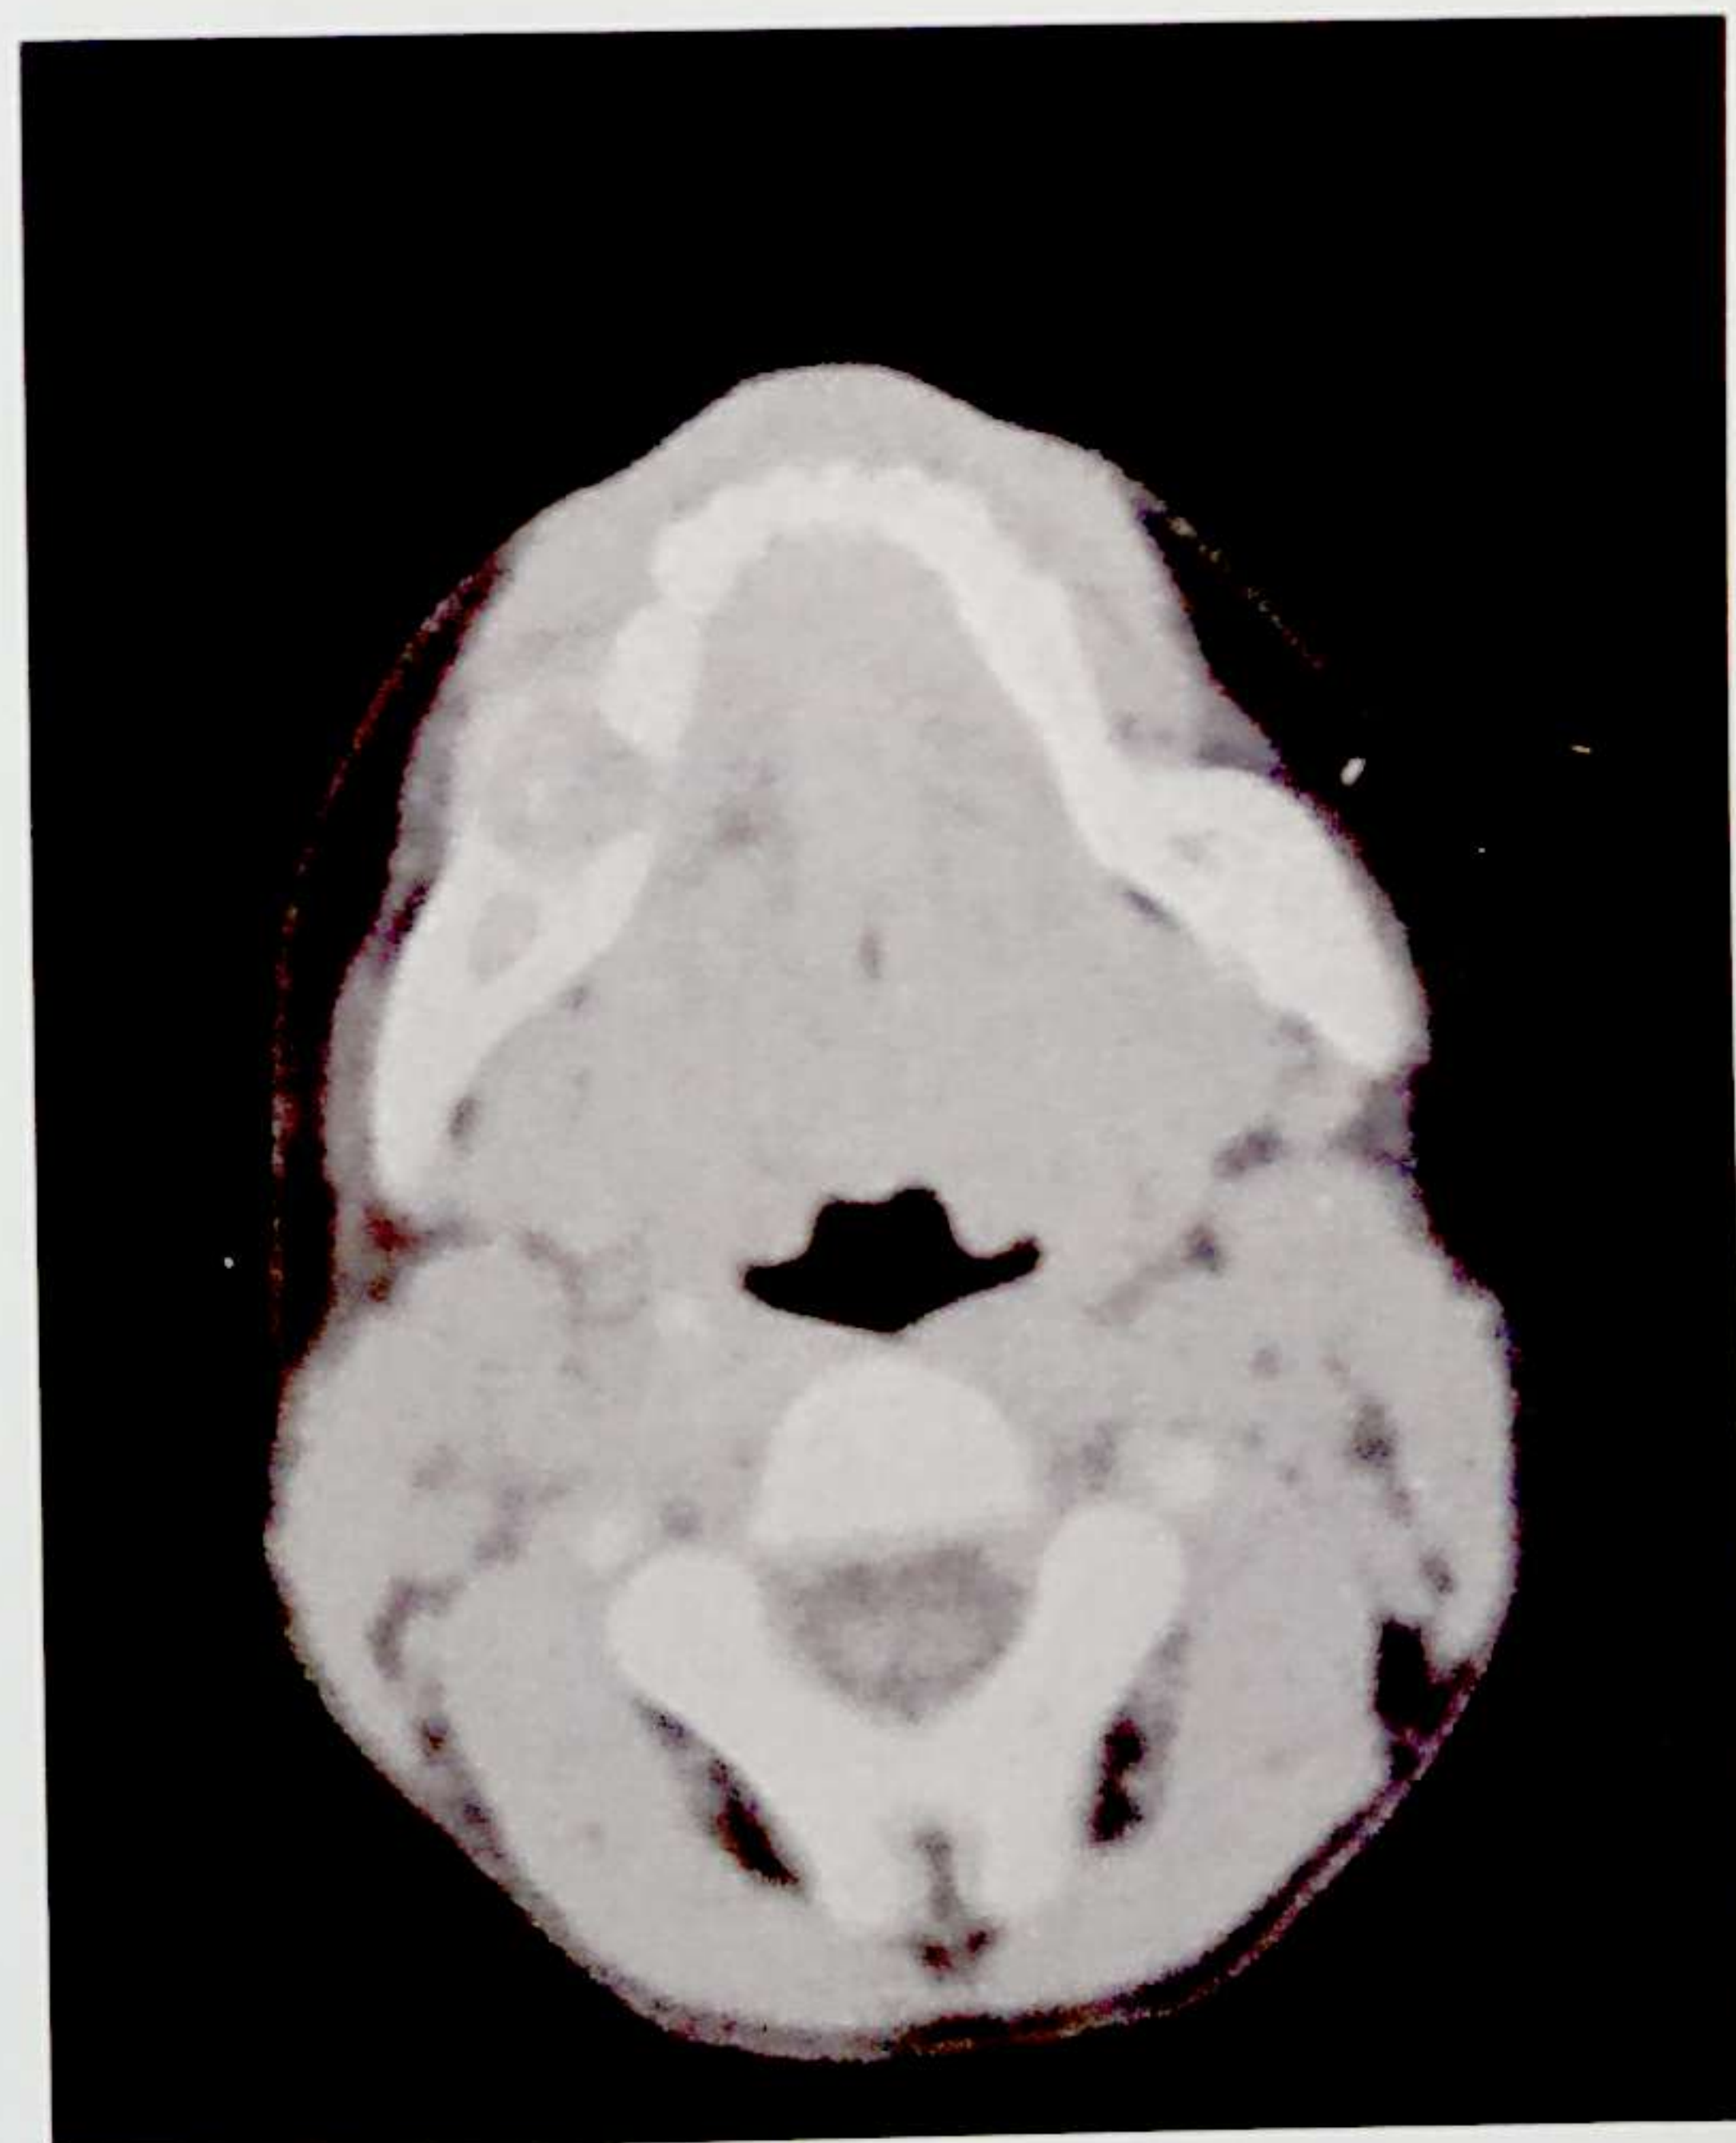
27. Tumora odontogenă adenomatoidă mandibulară- imagine CT
